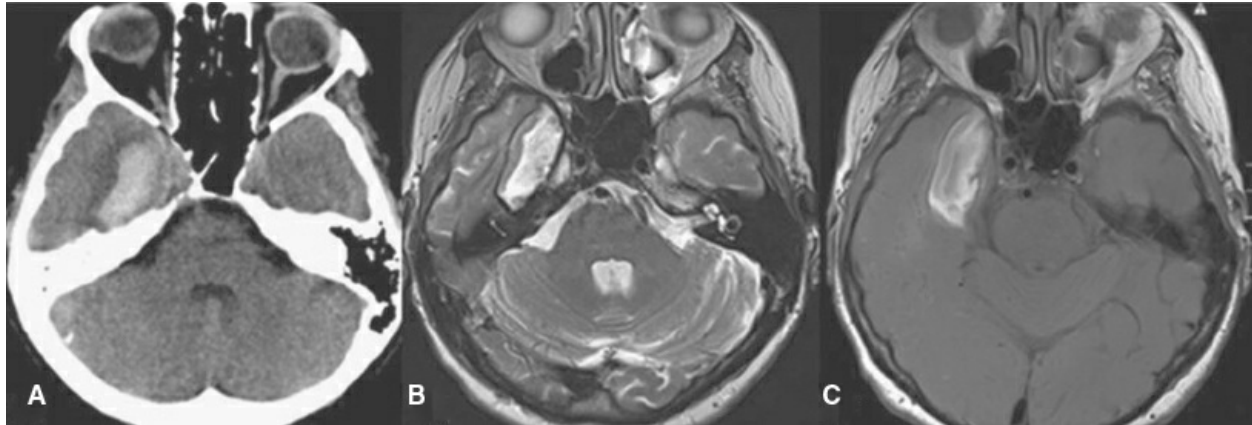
A: TC axial; B: RMN axial ponderada en T2; C: RMN axial ponderada en T1 sin contraste.
